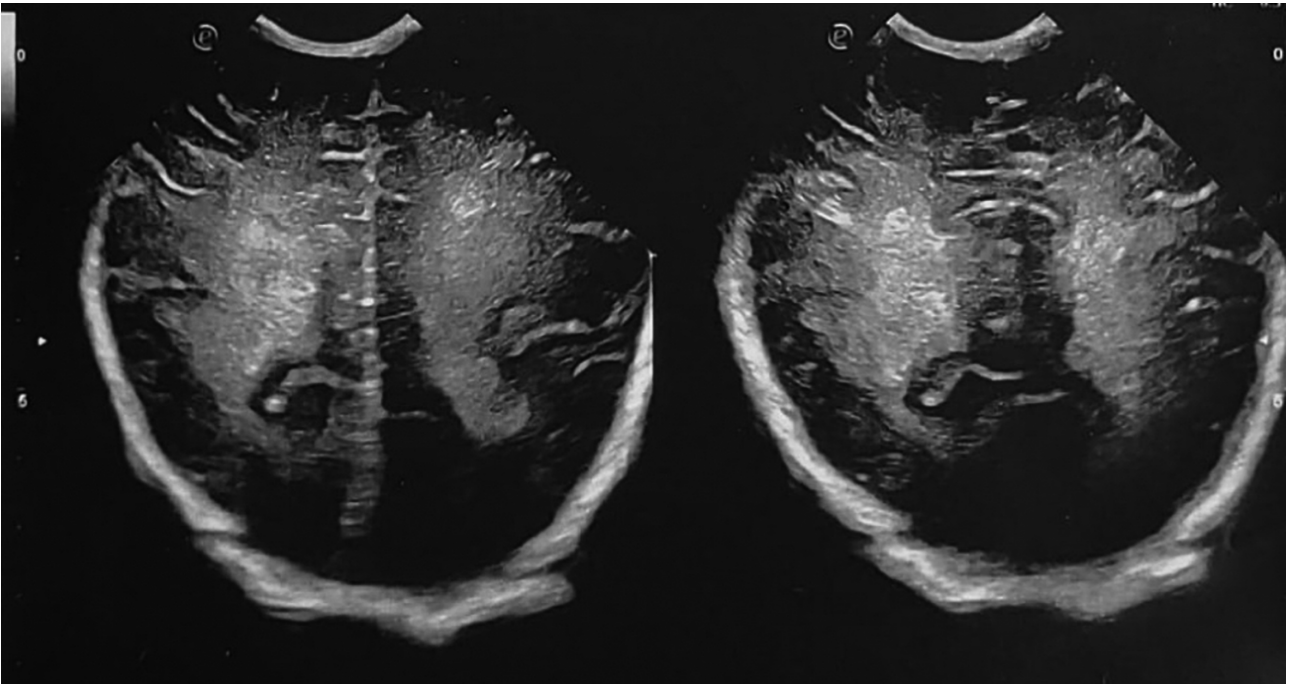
Quadro ecografico di edema cerebrale.
